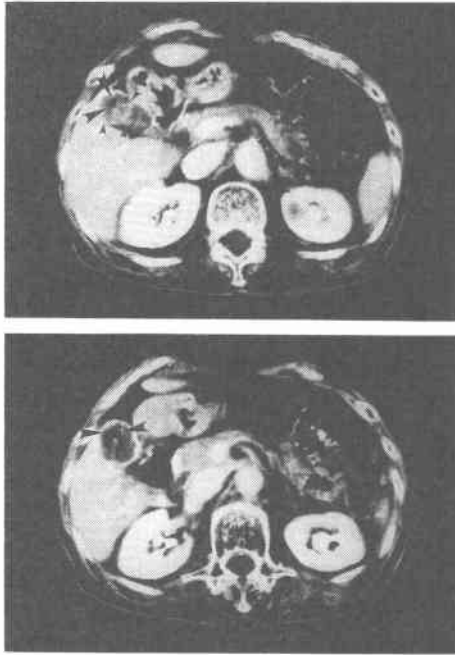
Abdominal CT, on the 24th hospital day, shows a shadow of air collection (▲) at the fundus of the gallbladder. The size and location of its shadow is almost unchanged compared with that of on admission.
